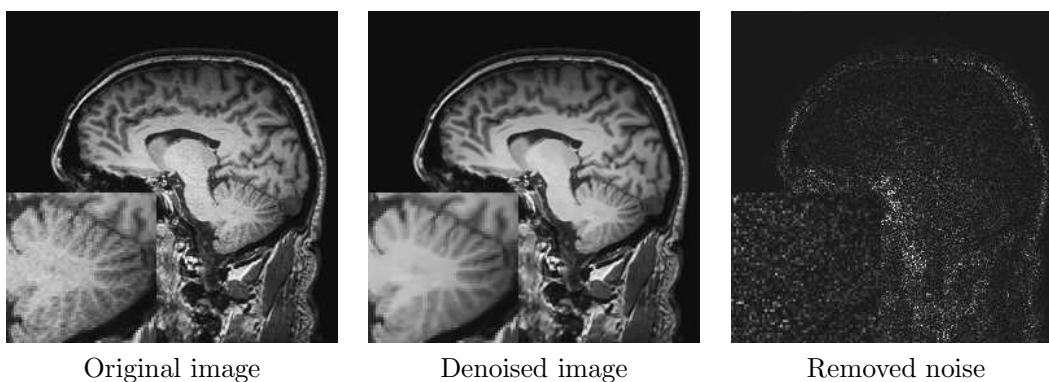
Fully-automatic restoration obtained with the optimized blockwise NL-means with wavelet mixing filter on a 3 Tesla T1-w MRI data of  $256^3$  voxels in less than 4 minutes on a DualCore Intel(R) Pentium(R) D CPU 3.40GHz.
